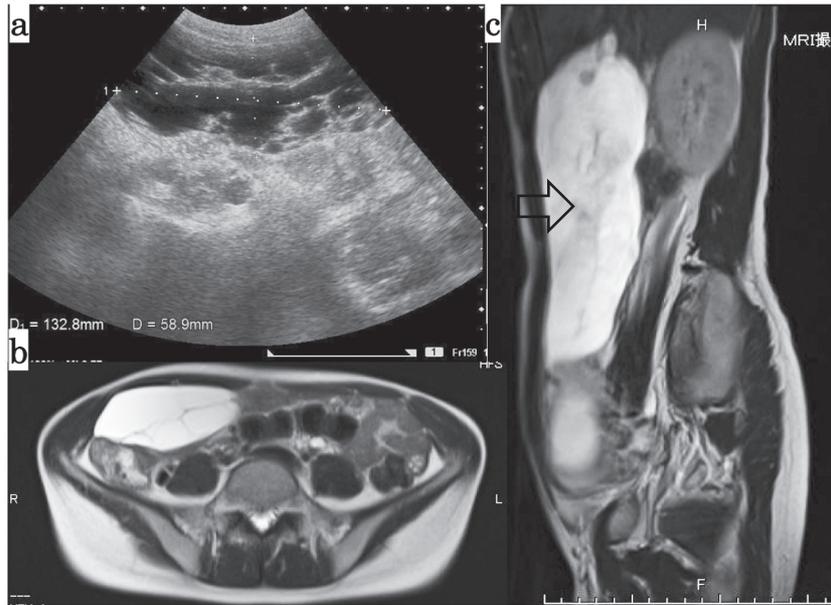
a 術前経腹部超音波, b 術前 MRI 冠状断像, c 術前 MRI 体軸断面像 (L5~S1 領域)
